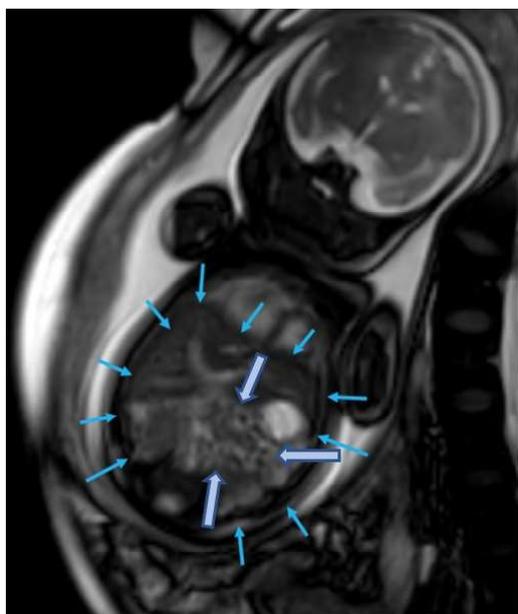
МР-томограмма исследования кишечника плода во фронтальной (слева) и аксиальной (справа) плоскости в норме: сигнал от петель кишечника (жирные стрелки), находящихся в брюшной полости плода (оконтурена тонкими стрелками), определяется как гиперинтенсивный, что свидетельствует о заполнении кишечника меконием, содержащим ионы меди и марганца
